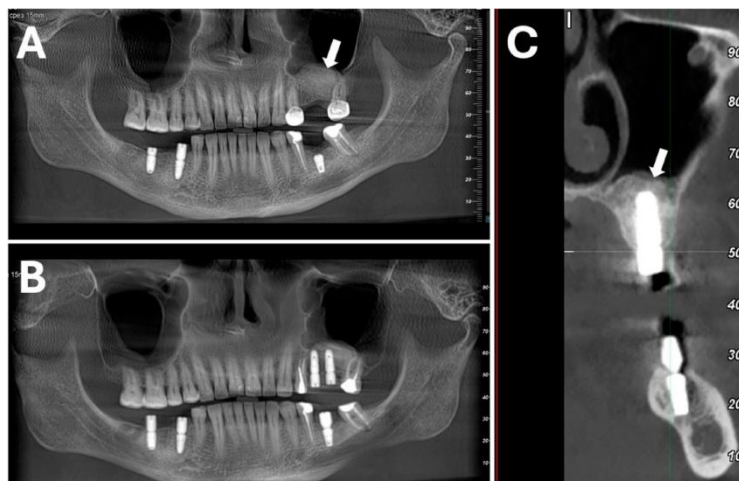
Использование материала Ivory Dentin Graft™ для односторонней аугментации дна верхнечелюстной пазухи. Состояние через 5 месяцев на момент установки имплантатов. Рентгенограммы: (A) аугментация дна верхнечелюстной пазухи слева (стрелка); (B) установка имплантатов после аугментации верхней челюсти; (C) имплантат хорошо покрыт и поддерживается аугментированной костью (стрелка). Неопубликованный случай 72-летней женщины, осуществленный д-ром Sapoznikov.
